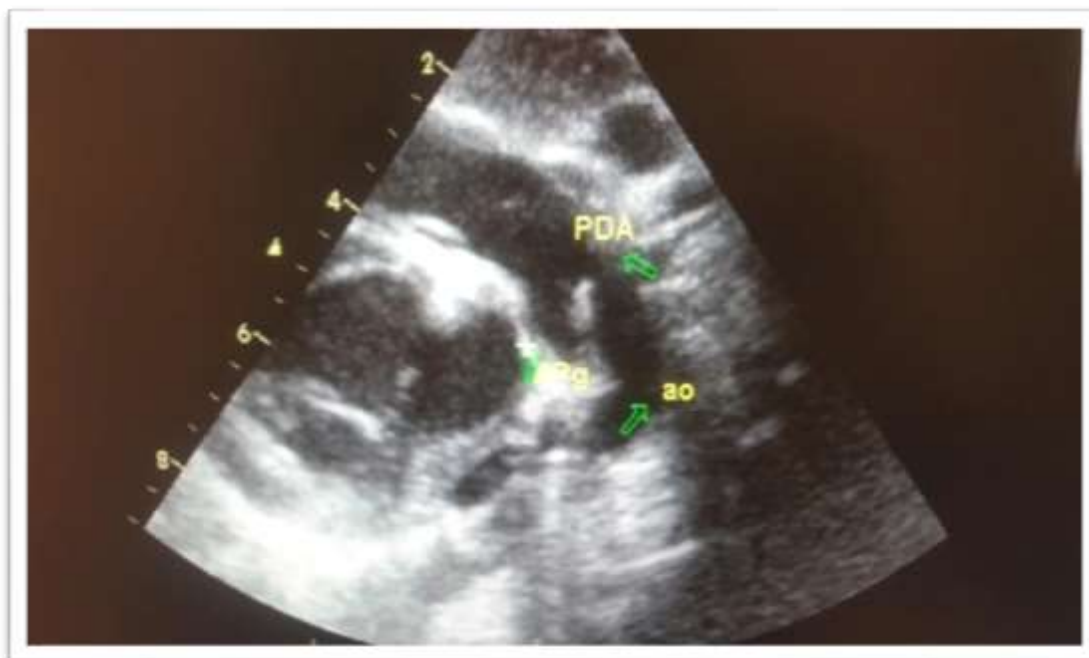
Image échocardiographique montrant un canal artériel typiquement tubulé.
